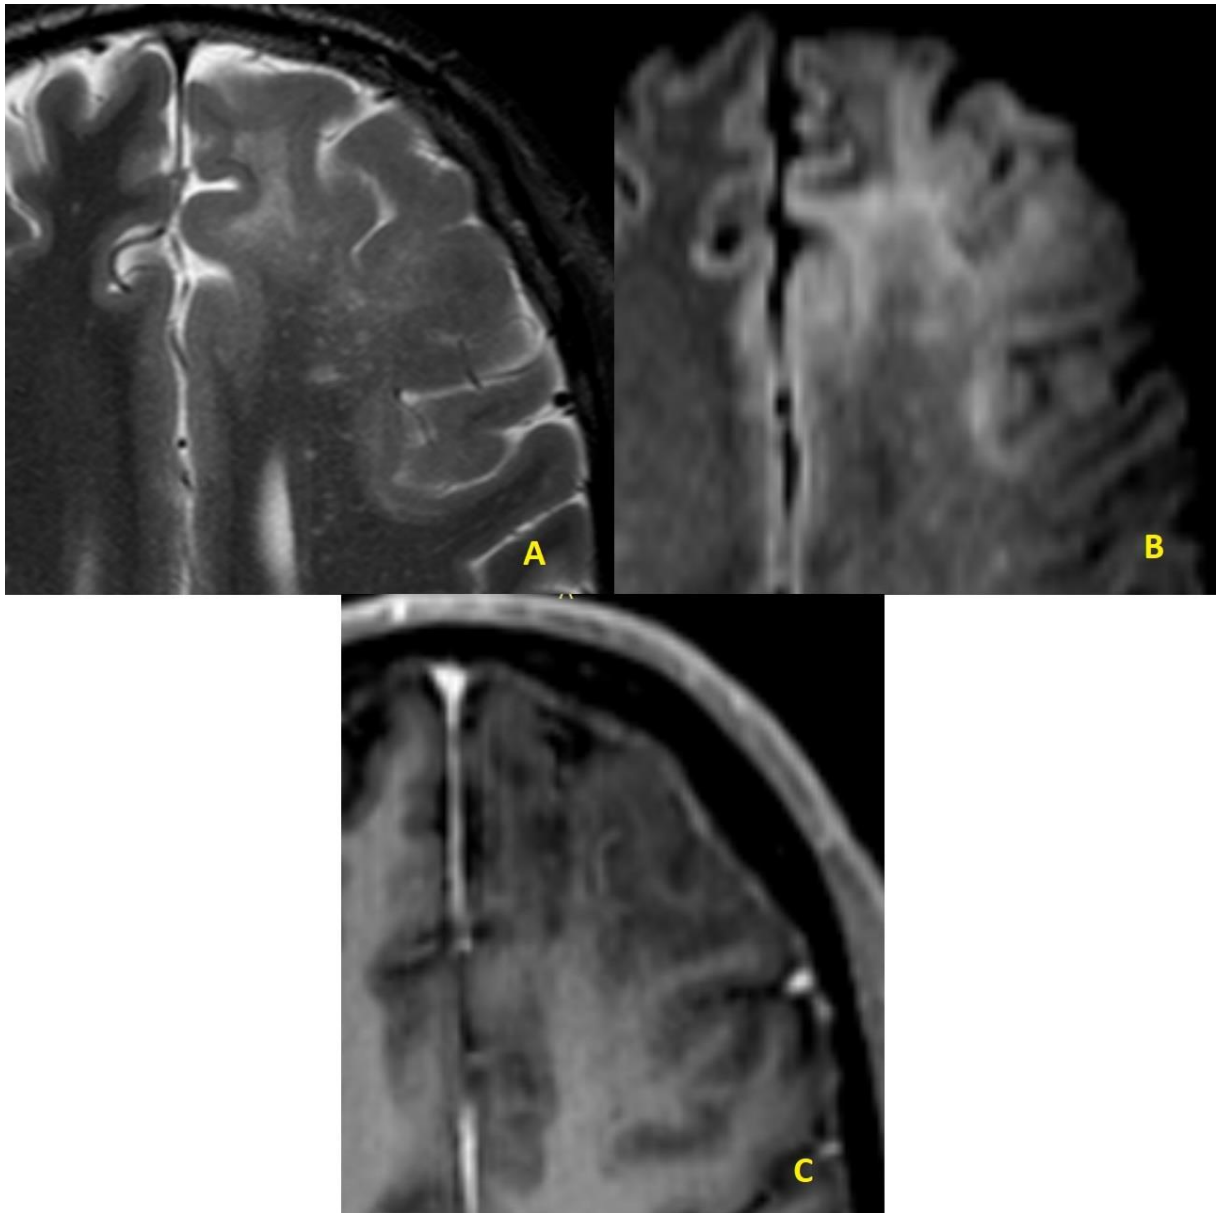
Sexo masculino, PCR negativo para o JC no LCR. Detalhe de lesão no lobo frontal esquerdo com alta predominância de pontos de prolongamento T2 (milky way, A), hipersinal DWI na periferia e no centro (B, alguns em correspondência com as lesões milky way) e sem realce pós-contraste (C).
